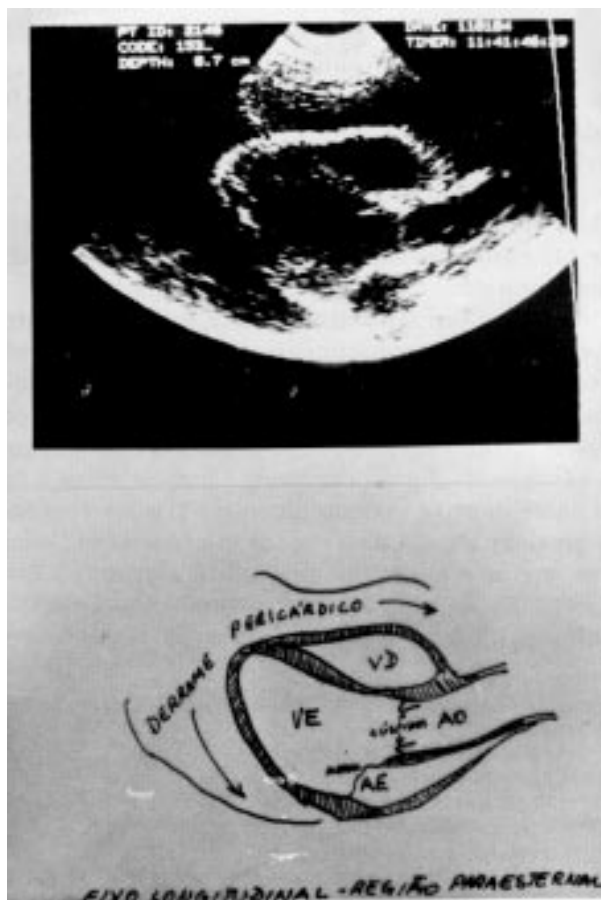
Ecocardiograma bidimensional de entrada. Eixo longitudinal — Região paraesternal. Derrame pericárdico de grande magnitude.
